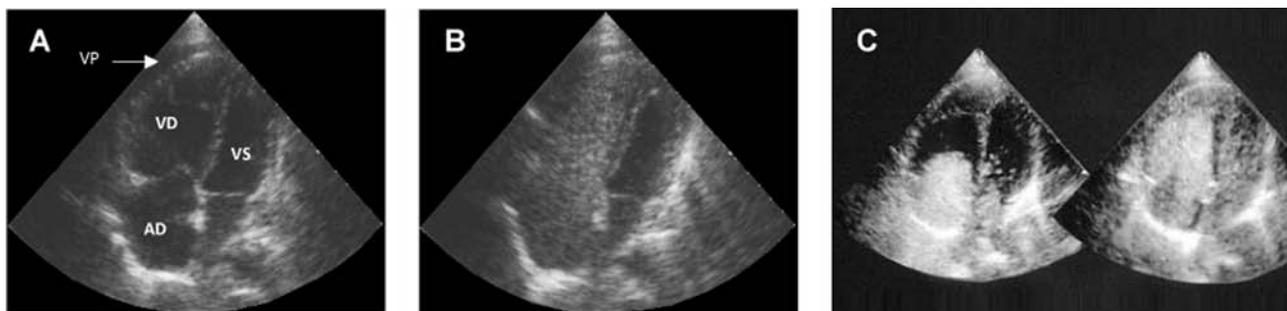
Ecocardiogramma transtoracico in proiezione 4 camere apicale di paziente affetto da ipertensione arteriosa polmonare. A: dilatazione del ventricolo destro (VD) e dell'atrio destro (AD), riduzione delle dimensioni del ventricolo sinistro (VS), versamento pericardico (VP). B: iniezione di soluzione fisiologica agitata (contrasto) in vena periferica; assenza di pervietà del forame ovale. C: iniezione di soluzione fisiologica agitata (contrasto) in vena periferica; presenza di pervietà del forame ovale.
